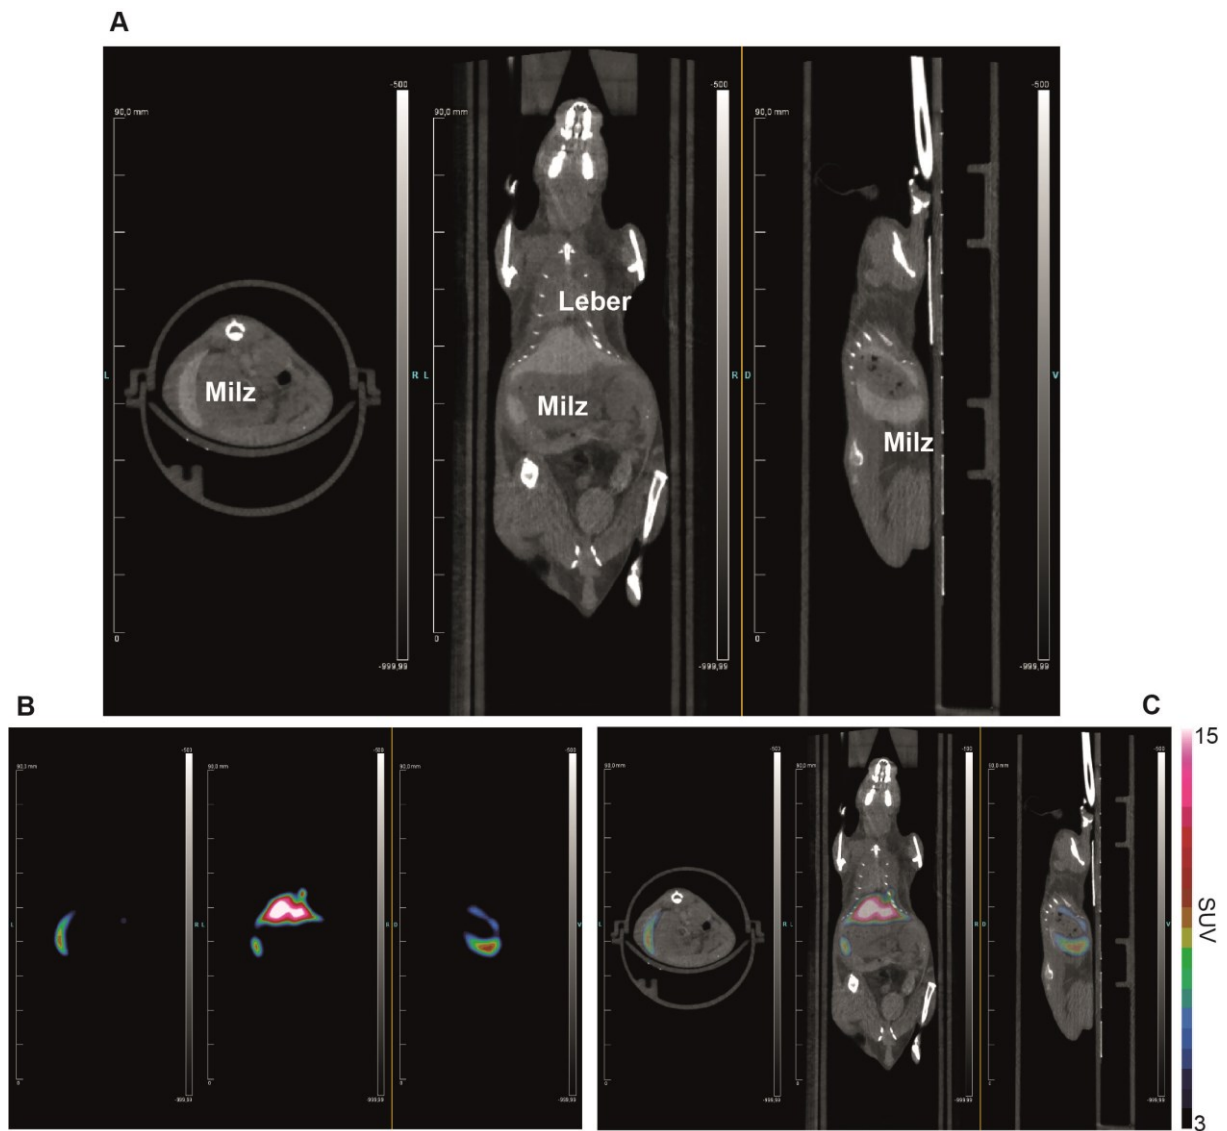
Darstellung vom CT (A), PET (B) und der Überlagerung beider Signale (C).
